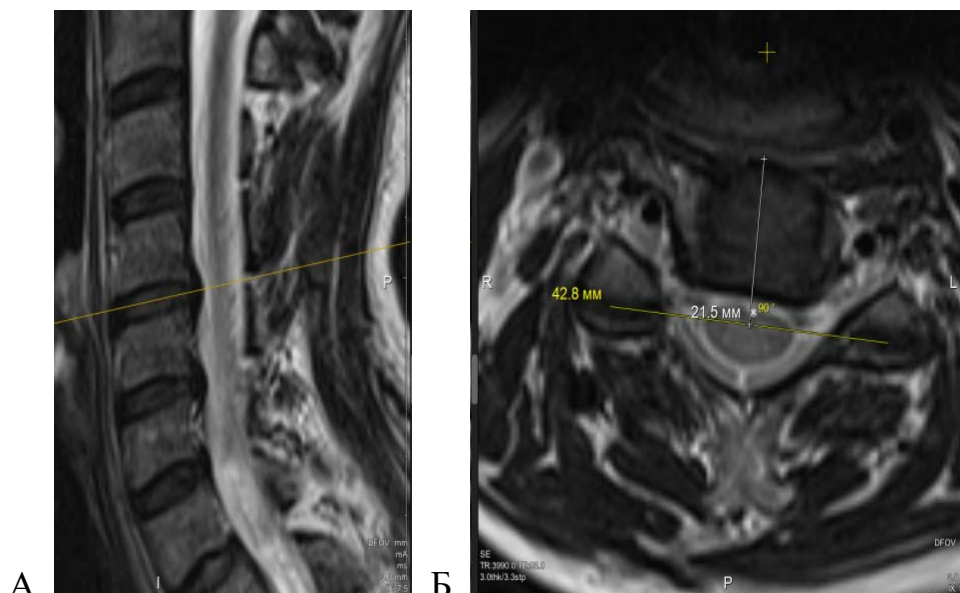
Сагиттальный (А) и аксиальный (Б) срезы МРТ-исследования шейного отдела позвоночника (Т2-взвешенные изображения) с определением значения FF_1 и O_{1A} в сегменте С5–С6 [3]
